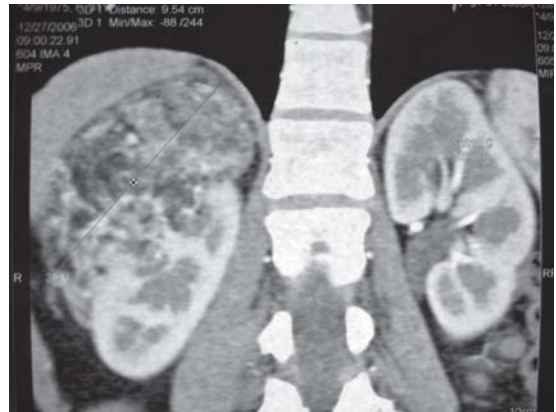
Tomografía axial computada con reconstrucción sagital que muestra la lesión que ocupa polo superior y cara posterior del riñón derecho.
